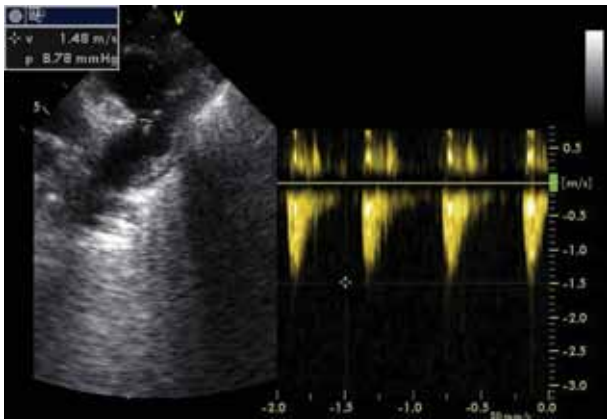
Dacron Patch plasty with no stenosis and gradient showed by postoperative echocardiography.
